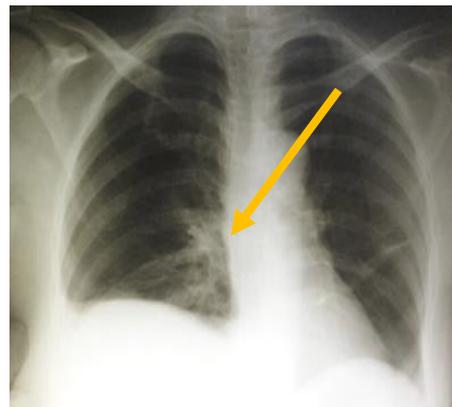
radiographie pulmonaire de face montrant le bout proximal du guide métallique
